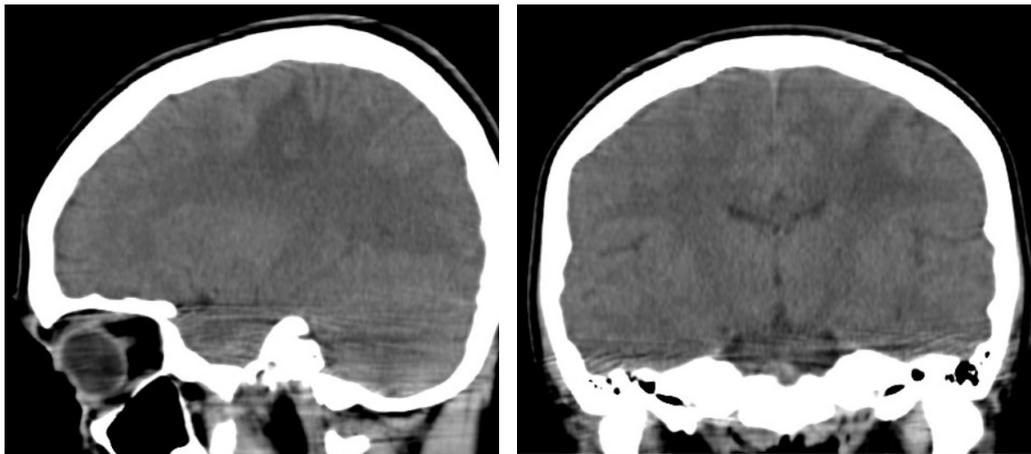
TC cerebral; Hipodensidad subcortical parietal izquierda, con lesión macrolobulada
